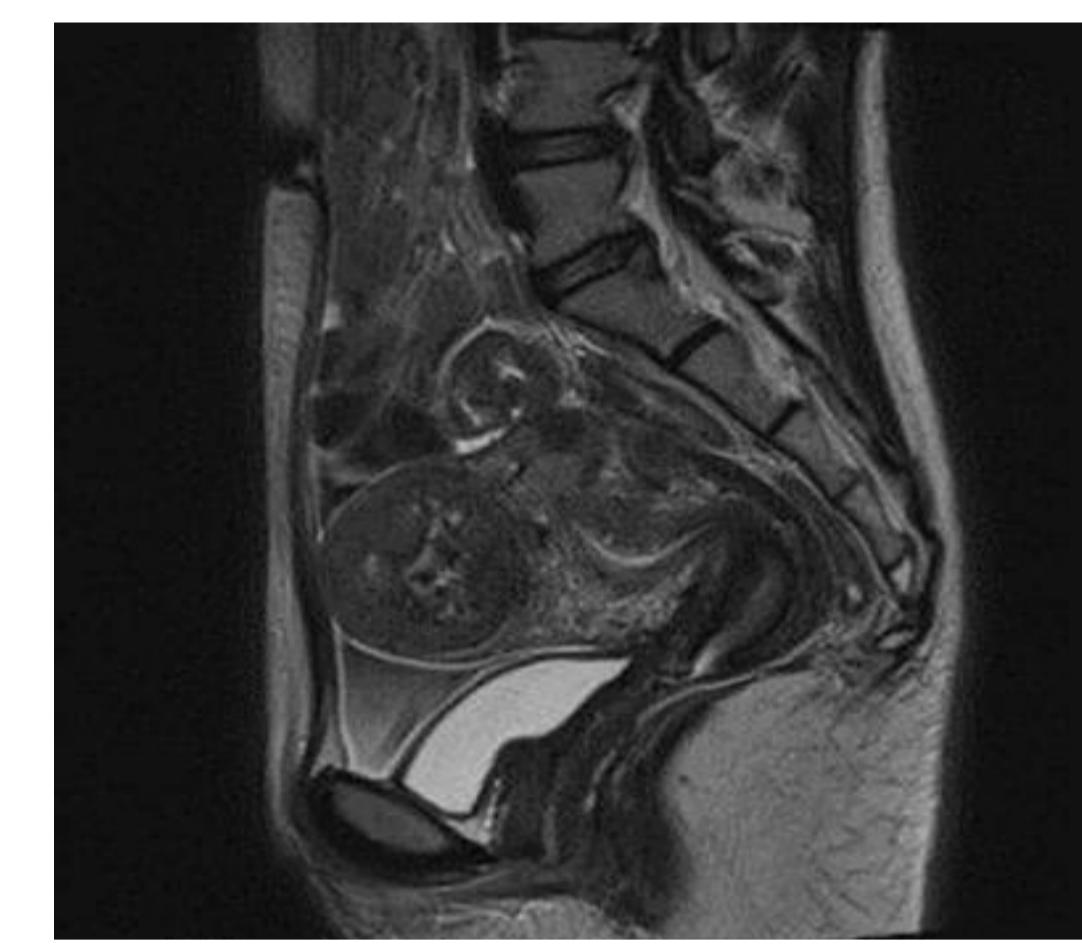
IRM en coupe sagittale montrant un volumineux myome avec une intense adénomyose.
